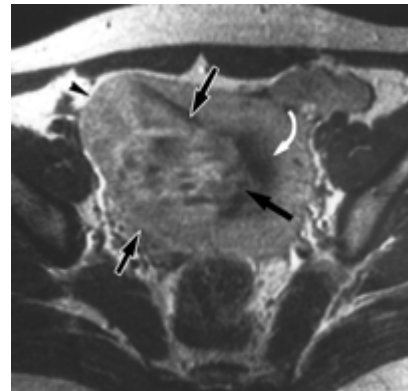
Coupe axiale d'IRM en T1. Masse réhaussée de façon hétérogène par le PDC (flèches noires) et occupant la totalité de la paroi myométriale (Sarcome indifférencié)
